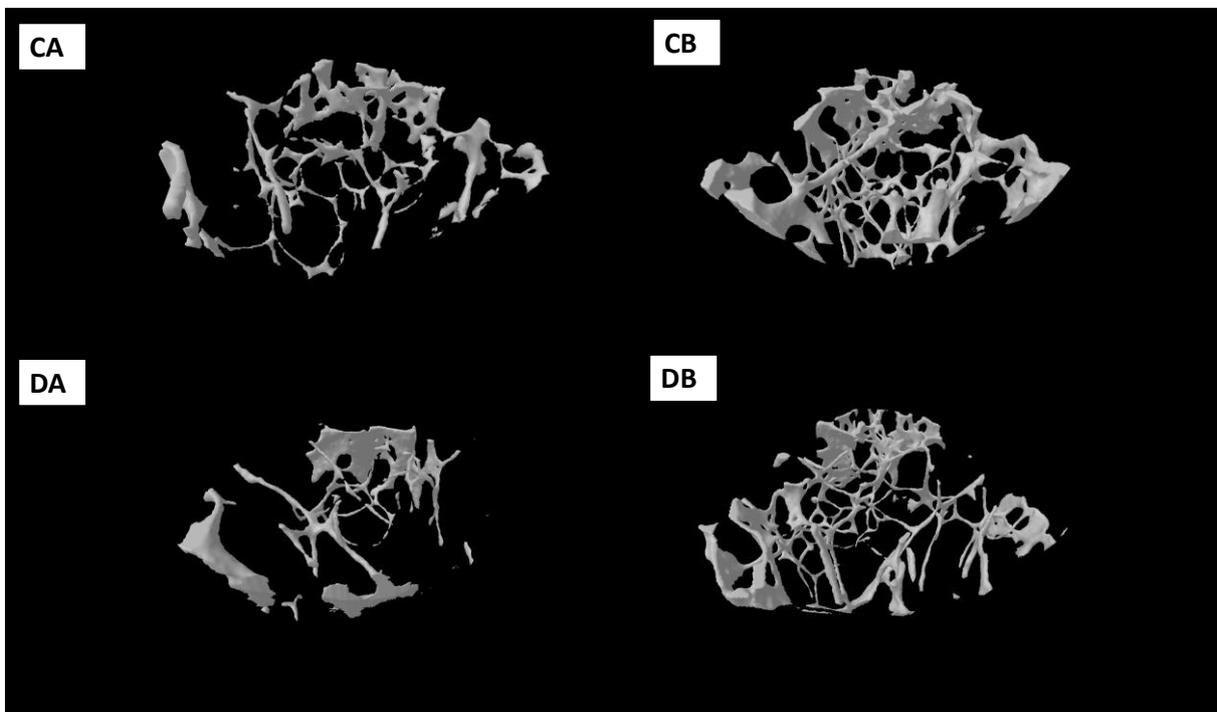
μ CT do osso trabecular, na esponjosa secundária a 0,6 mm proximal da cartilagem de crescimento até 2,5 mm proximal, de animais controles não suplementados (CA) e suplementados (CB) e animais diabéticos não suplementados (DA) e suplementados (DB).
